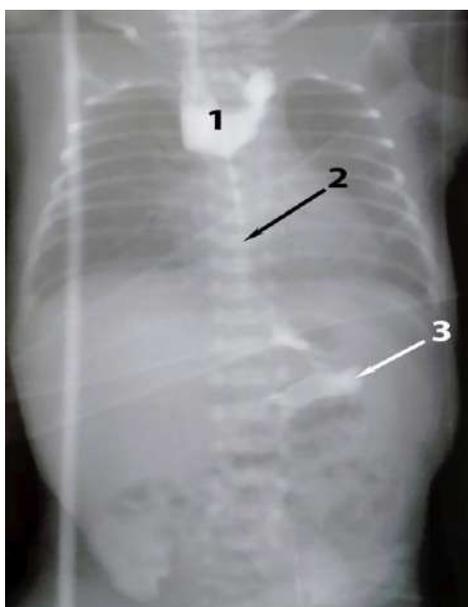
Обзорная рентгенография грудной клетки и брюшной полости с водорастворимым контрастом объемом 2,0 мл, введённым в зонд (1 – расширенный верхний сегмент пищевода, 2 – узкая часть пищевода 3 – контрастное вещество в желудке).
